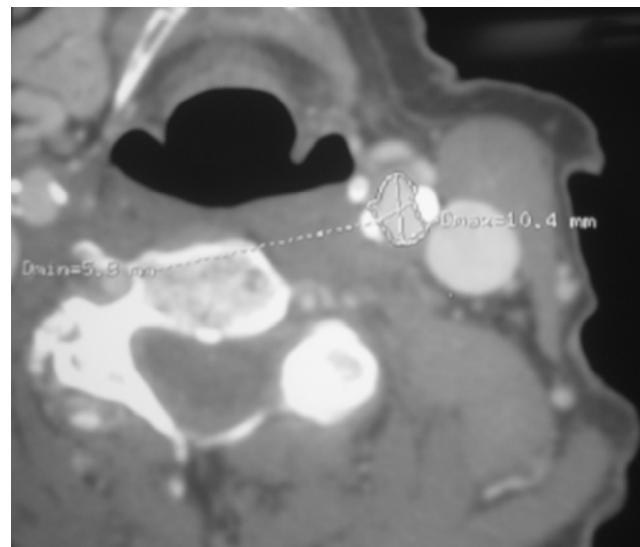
Tomografía de cuello donde se observa una reducción significativa de la luz arterial carotídea.
